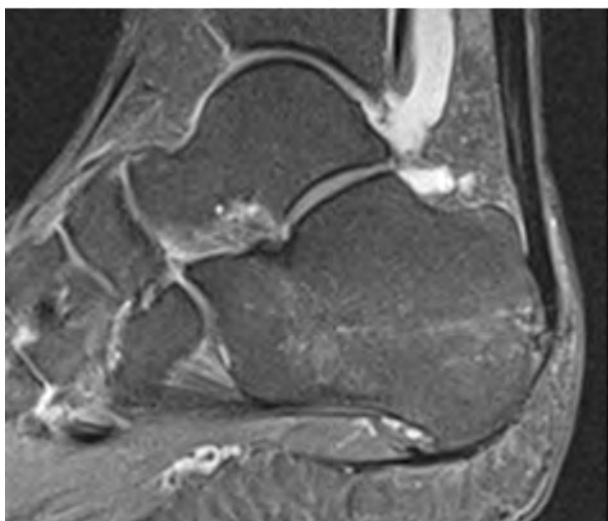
Больной Н. 41 г. Наиболее информативные сканы МРТ выполненные через 6 мес после начала лечения в клинике.
